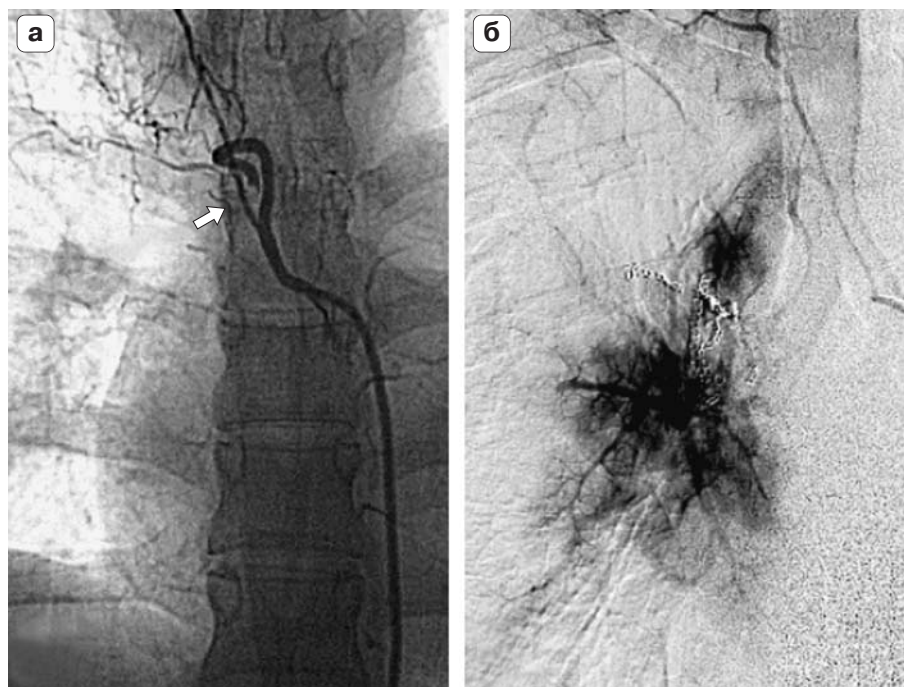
а – тромботическая ампутация БА в бассейне правого межреберно-бронхиального ствола (стрелка). б – симптом периартериальной диффузии с продолжительной задержкой контраста.
